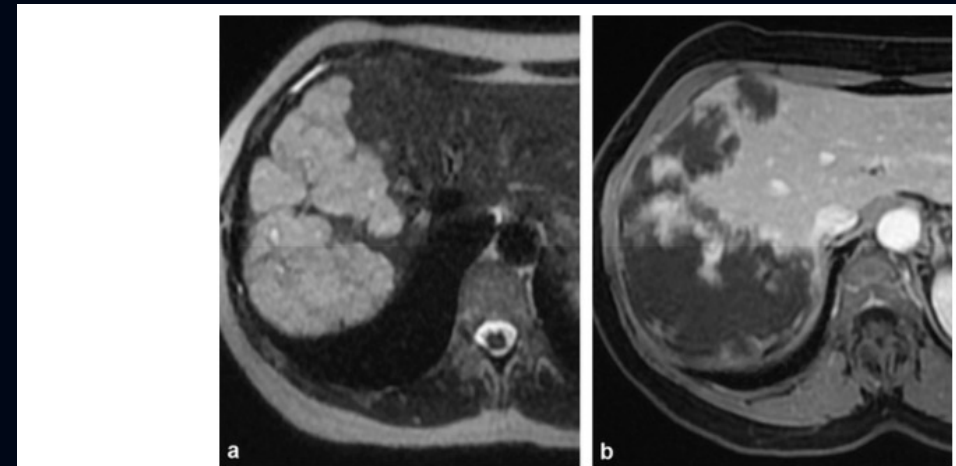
Hémangiomatose : a : IRM coupe axiale en pondération T2 : volumineuses masses confluentes en hypersignal hétérogène et présentant des contours polylobés ; b : IRM coupe axiale séquence T1 dynamique injectée au temps portal : rehaussement progressif centripète.
